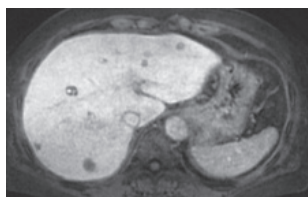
死亡3ヵ月前のMRI. 肝内多発腫瘍を指摘される。増大傾向があり，肝転移と診断。
